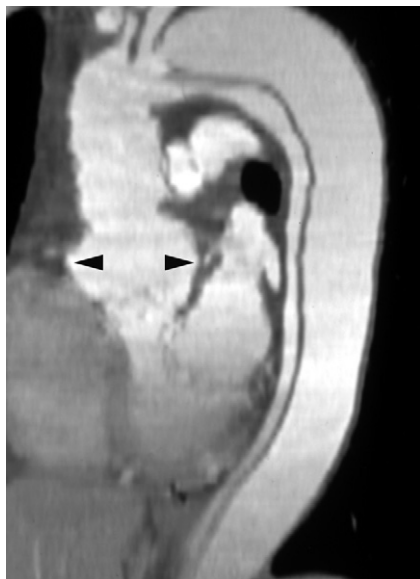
Contrôle postopératoire d'une dissection aortique dans le cadre d'une maladie de Marfan avec remplacement prothétique de l'aorte ascendante. La reformation TDM sagittale oblique montre la dilatation anévrysmale du sinus de Val-salva en dessous de la prothèse (têtes de flèche).
